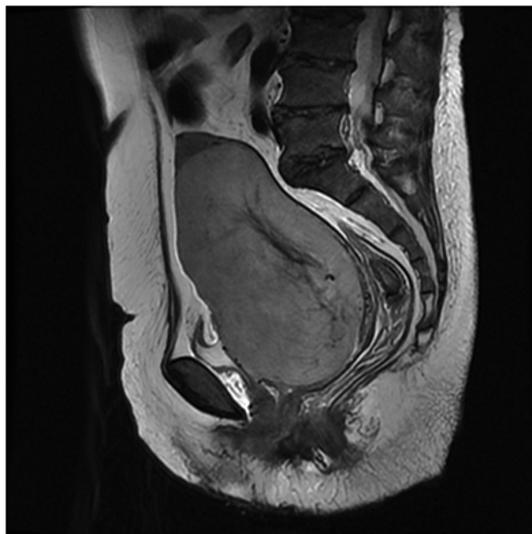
MRI(平扫)矢状位T2W1肿瘤累及整个子宫下段及宫颈,仅可见残存宫底
